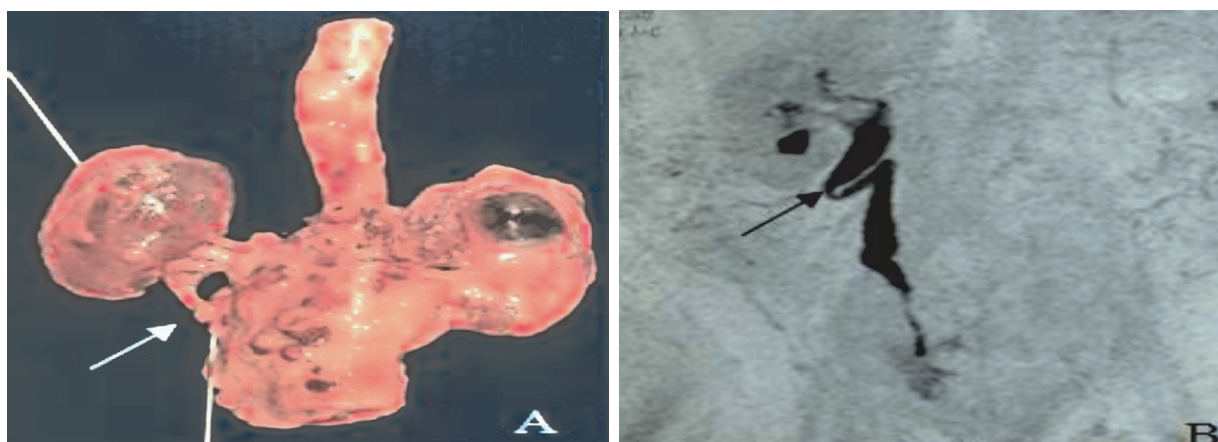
A) vista anterior da aorta que se encontrava envolvida por linfonodos coalescentes. O estilete está “cateterizando” o ureter direito que estava obstruído pela massa tumoral (seta) correlação fiel com B) Ressonância nuclear magnética mostrando dilatação do terço médio de ureter por obstrução ureteral.
